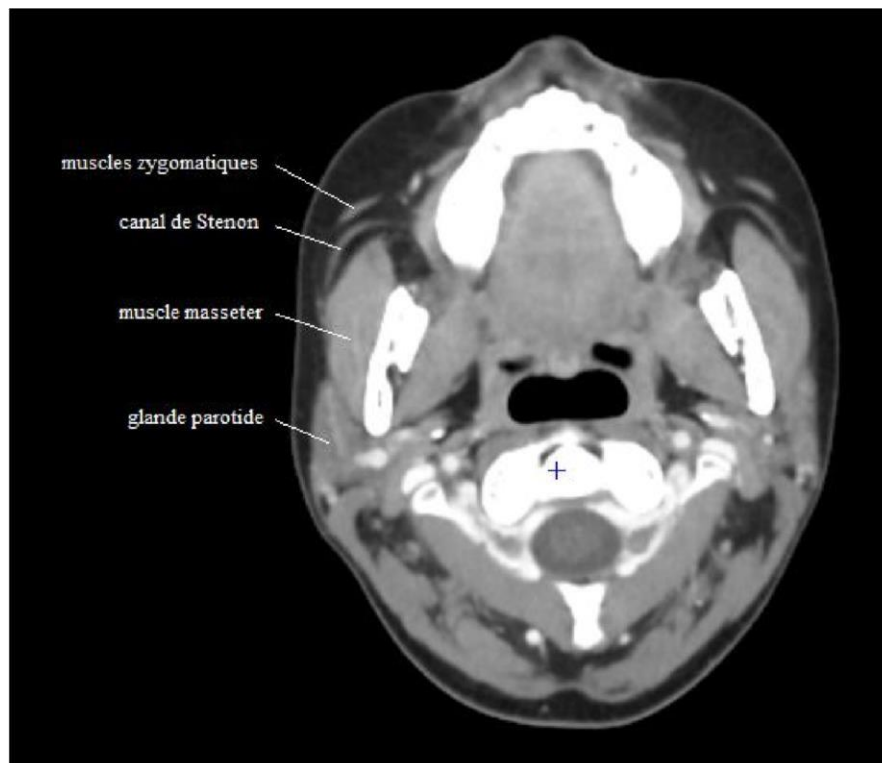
Coupe TDM passant par le canal de Sténon montrant la région parotidienne
